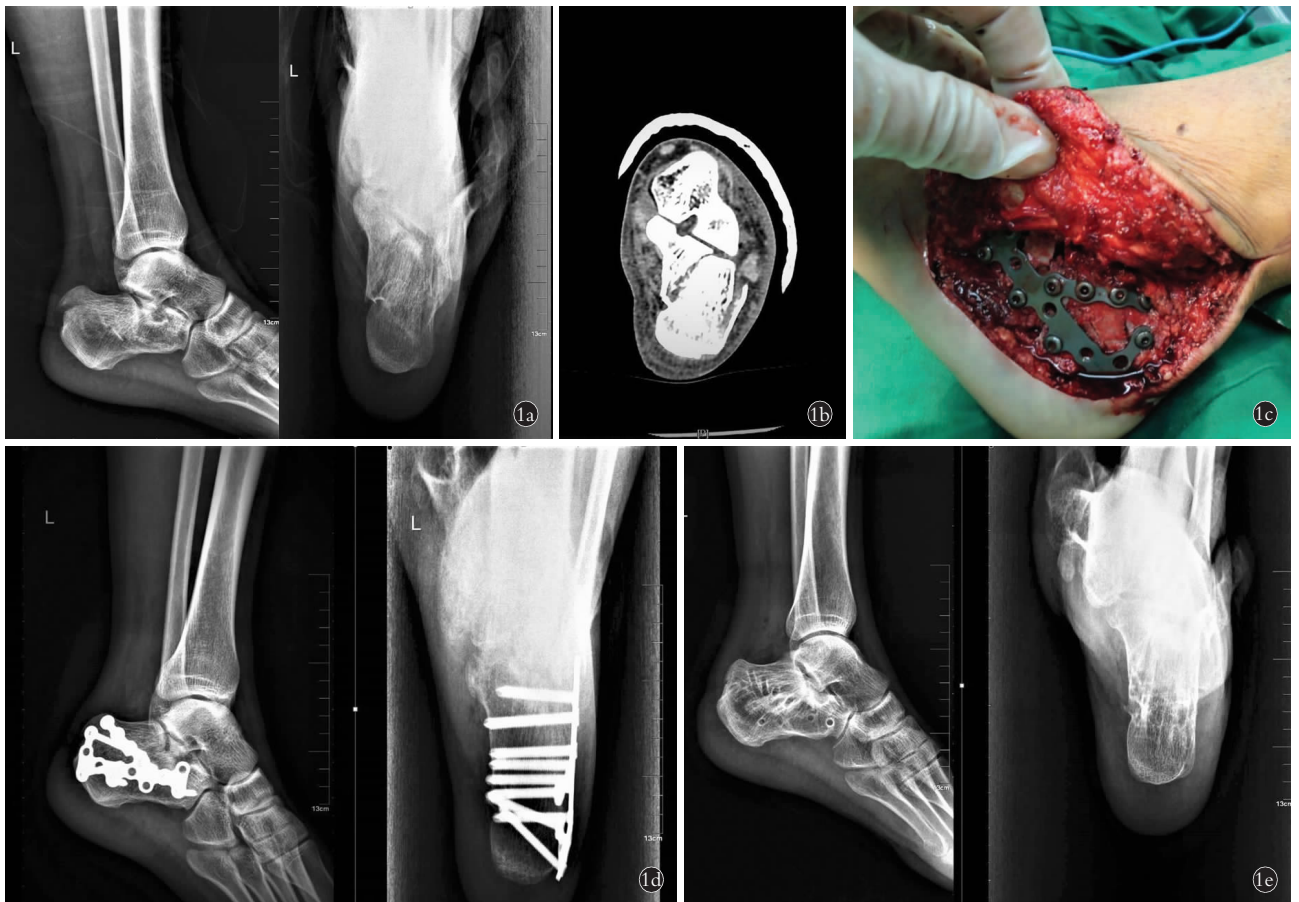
患者,男,33 岁,左跟骨粉碎性关节内骨折(Sanders III 型) 1a. 术前 X 侧轴位 X 线片示跟骨粉碎性骨折 1b. 术前矢状位 CT 片示关节内骨折,关节面粉碎(Sanders III 型) 1c. 术中切口及复位后钢板内固定情况 1d. 术后第 2 天侧轴位 X 线片示跟距关节已复位且有效固定,跟骨宽度恢复 1e. 术后 18 个月侧轴位 X 线片示骨折已愈合,无塌陷,跟距纵轴力线恢复良好
